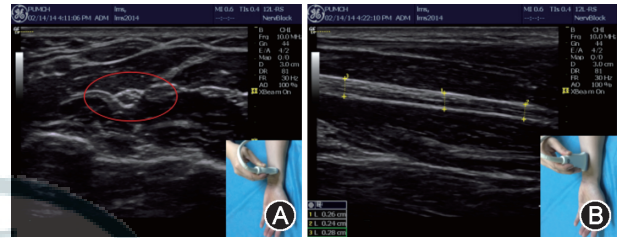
正常神经的超声探测 A. 正中神经前臂测定时,探头长轴垂直于神经走行,图中最外层的高信号为神经外膜,其中低信号为神经束,点状高信号为神经束膜;B. 正中神经前臂测定时,探头长轴平行于神经走行,外层的高信号为神经外膜,其内线状低信号为神经束结构,高信号为神经束膜结构
